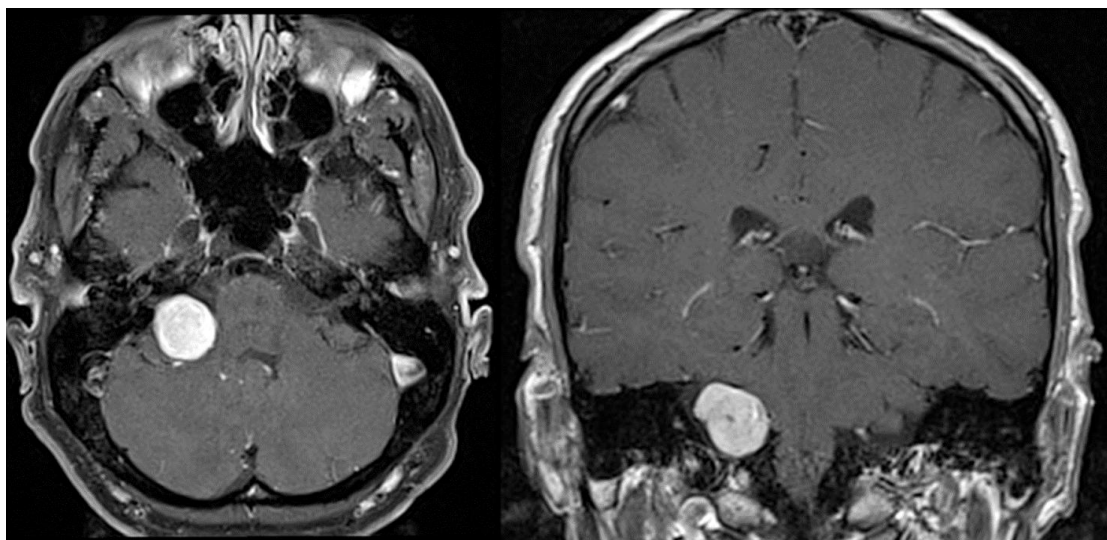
CASO 1: Schwannoma do nervo vestibular do ângulo ponto-cerebeloso direito, classificado com grau 3 de Tokyo. Esquerda: RM T1 gadolínio EV, corte axial. Direita: RM T1 gadolínio EV, corte coronal.
